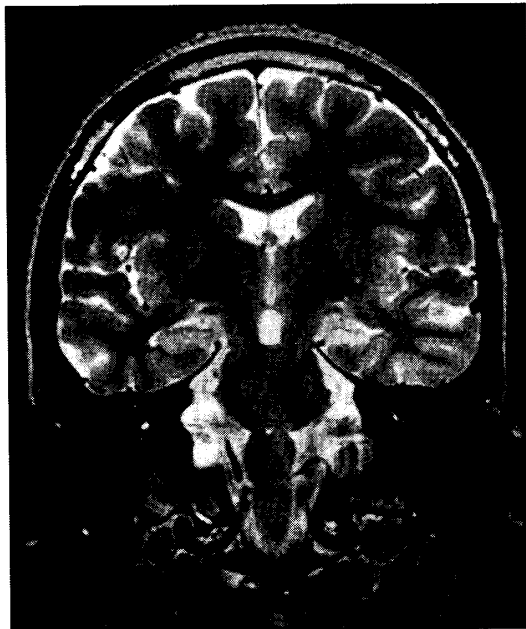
左海馬の萎縮を認めた17歳女子（特発性局在関連てんかん）のMRI（T2強調冠状断）
